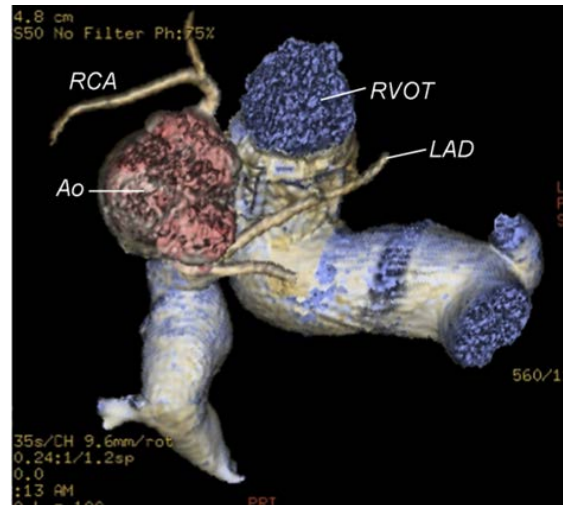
CT 三维重建显示 TOF 修补术后患者冠状动脉解剖。Ao, 主动脉; LAD, 左前降支; RCA, 右冠状动脉。
